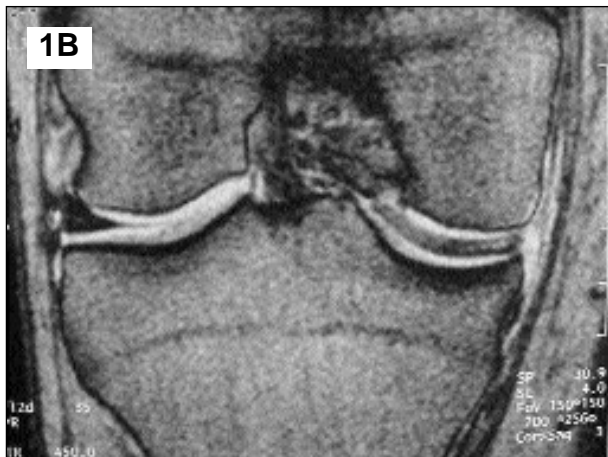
Resonancia magnética que muestra un menisco discoideo interno del tipo primitivo o masivo.
